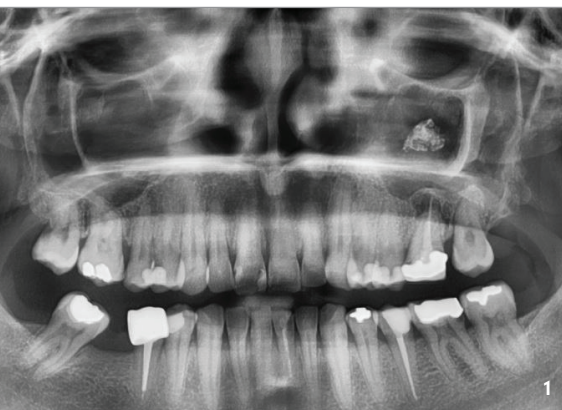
Präoperatives OPG zeigt die insuffiziente Wurzelfüllung mit dem knochendichten Fremdkörper in der Kieferhöhle links. – Abb. 2: Frontale Sicht aus dem CT. Präoperatives OPG zeigt die insuffiziente Wurzelfüllung mit dem knochendichten Fremdkörper in der Kieferhöhle links.
